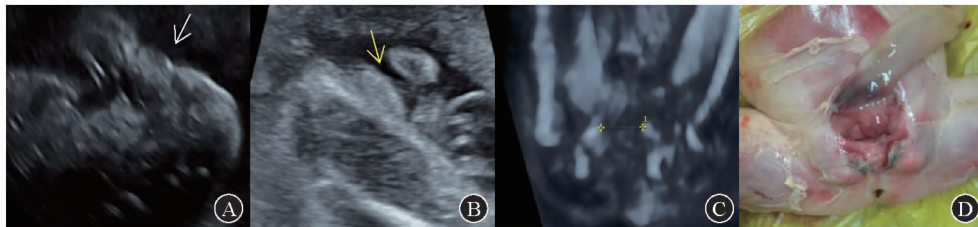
病例2 女性胎儿膀胱外翻产前超声图及引产后大体标本图
